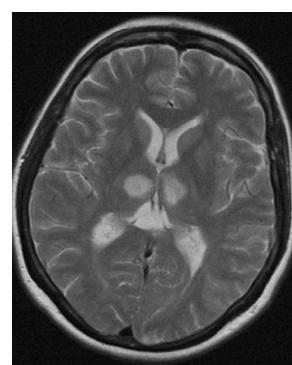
МРТ-изображение головного мозга с двусторонним симметричным поражением в области таламуса
